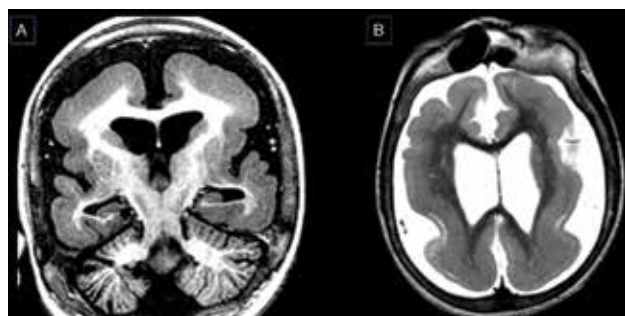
RM com cortes coronais e sequências ponderadas em T1 (A,B) e T2 (C) demonstrando heterotopia nodular subependimária.
